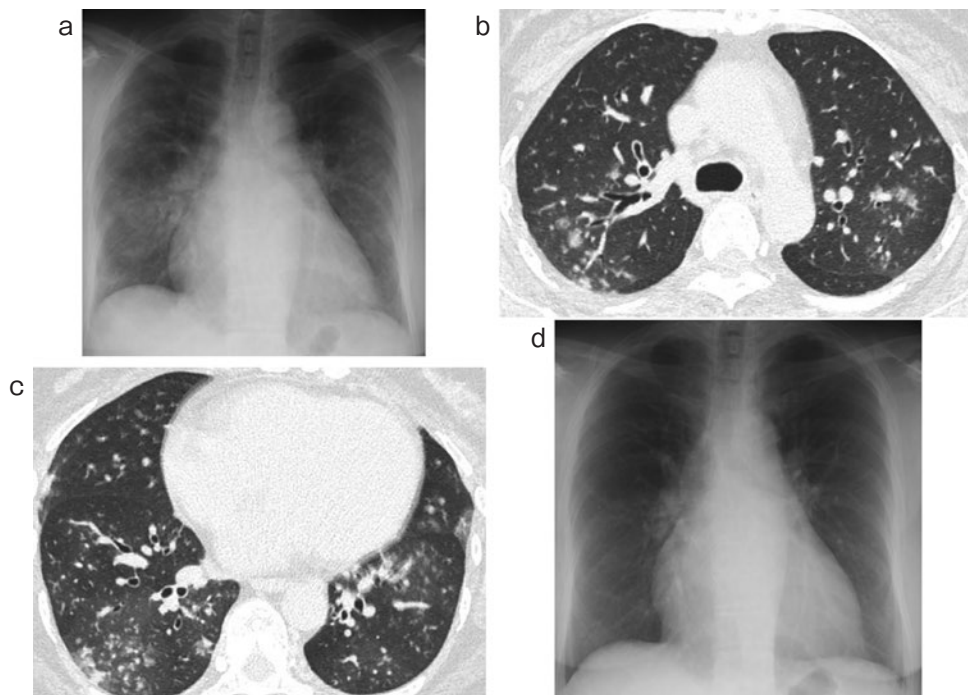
画像所見. (a) 入院時胸部単純X線検査では心拡大と両側下肺野優位にびまん性の粒状影を認めた. (b, c) 入院時CT検査では両側性の小葉中心性粒状影がびまん性に認められた. (d) 退院後14日目の胸部単純X線検査では、肺野の粒状影は改善していた.
